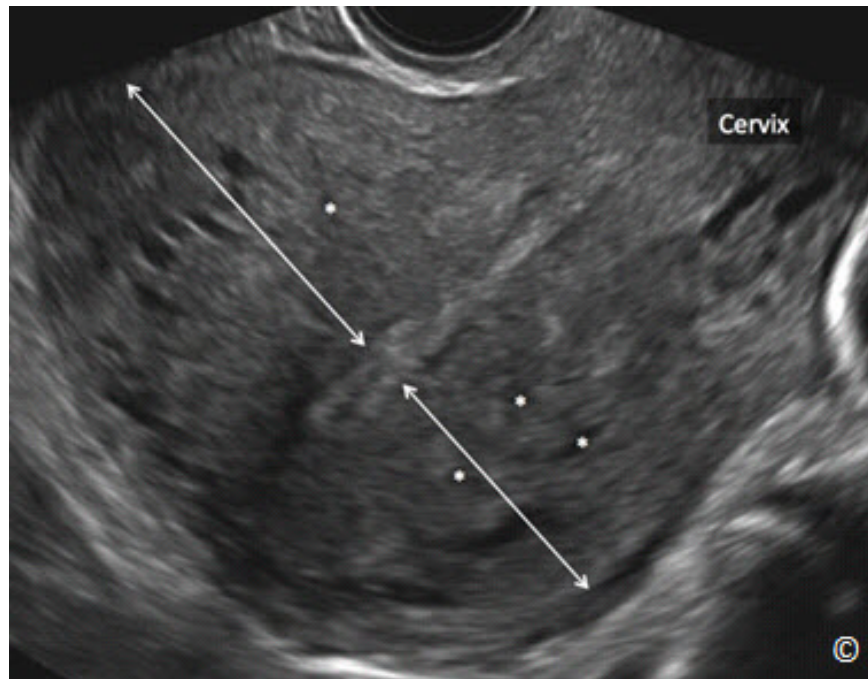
Ultrasonido transvaginal del útero en vista sagital en presencia de adenomiosis difusa. Obsérvese la ampliación globular del útero, la asimetría del espesor de la pared anterior y posterior (flechas) y la presencia de múltiples espacios anecoicos dentro del miometrio (asteriscos). El cérvix está rotulado para la orientación de la imagen. Véase el texto y la Tabla 11.2 para más detalles.
